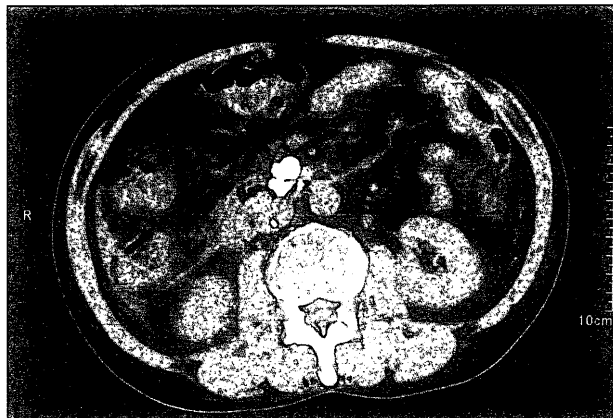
上腹部CT検査. 静脈瘤に一致した部位にリピオドールの貯留を認める.
